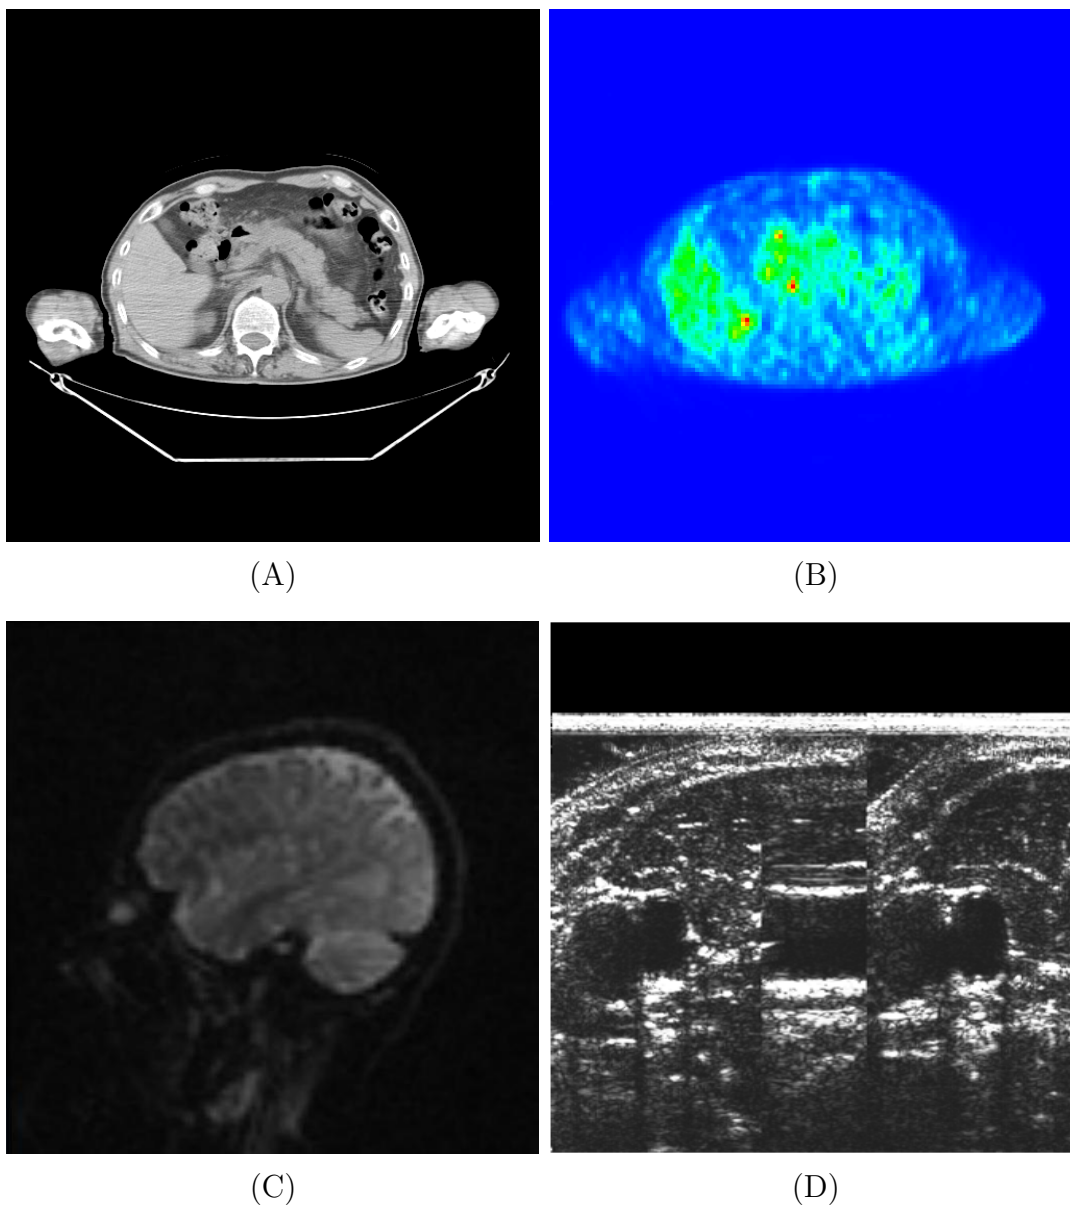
臨床で利用されている医用画像の例．(A)：CT 画像，(B)：PET 画像，(C)：MR 画像，(D)：超音波画像．
